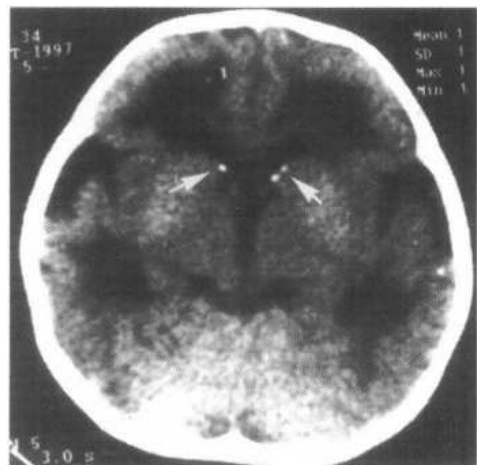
巨细胞包涵体感染男,7个月。小头、运动功能障碍。CT平扫显示室管膜下点状钙化(↑),脑白质密度减低伴脑发育不良
